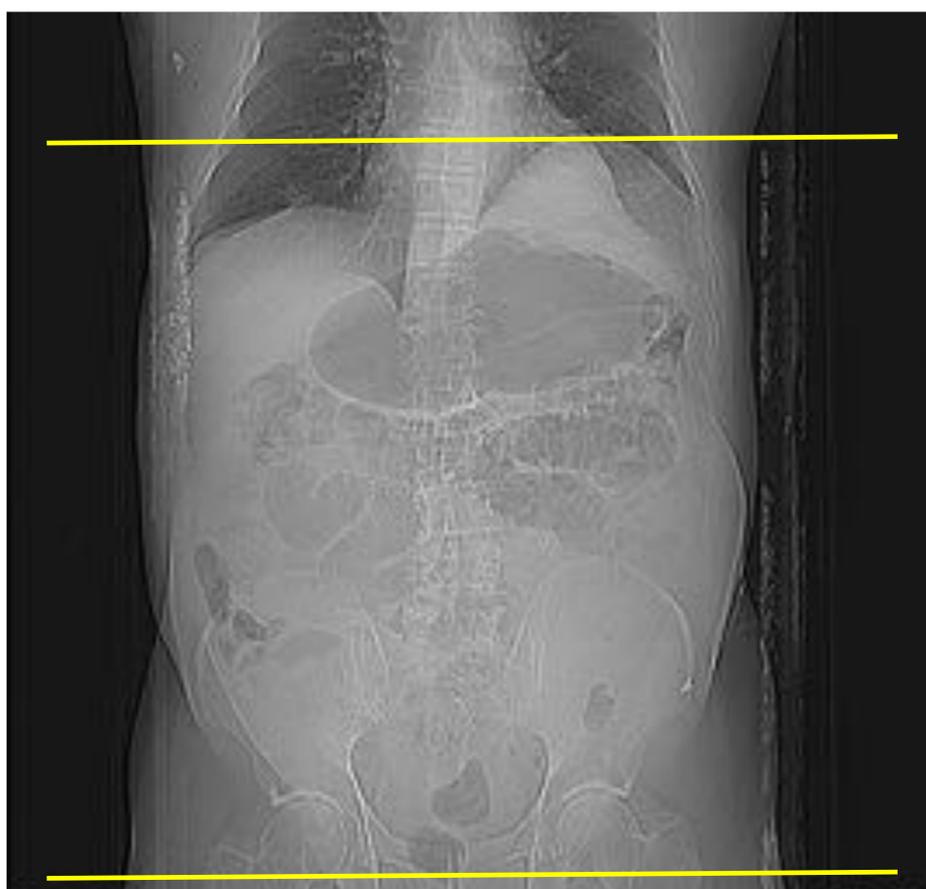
Topograma de una TC de abdomen y pelvis.
